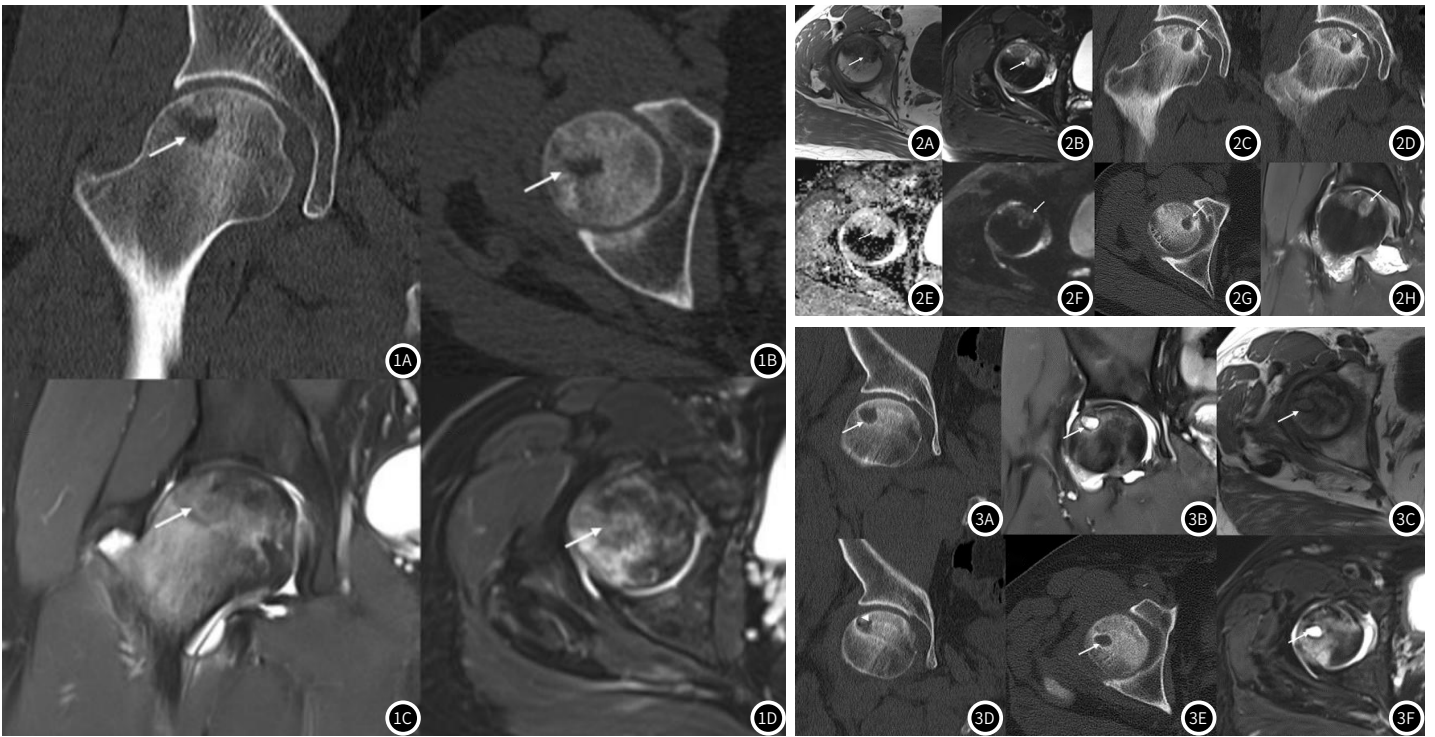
图1D MRI未发现的骨质吸收T₂WI I型信号病例；男性，31岁，右侧股骨头坏死，ARCO 2期。轴位和冠状位CT上可见明确的骨质吸收区（2019-3-26，图1A，图1B，箭头），在相应位置MR轴位FS T₂WI（2019-3-26，图1D，箭头）和冠状位PDWI（图1C，箭头）上显示为等和略高信号，与邻近骨髓水肿混淆，难以检出。
